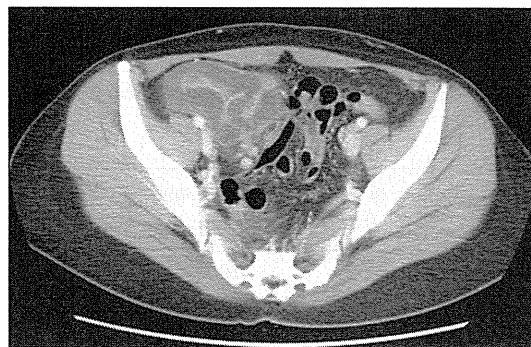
Edematous change of the cecum and ascending colon of a patient with STEC infection (abdominal CT scan)
